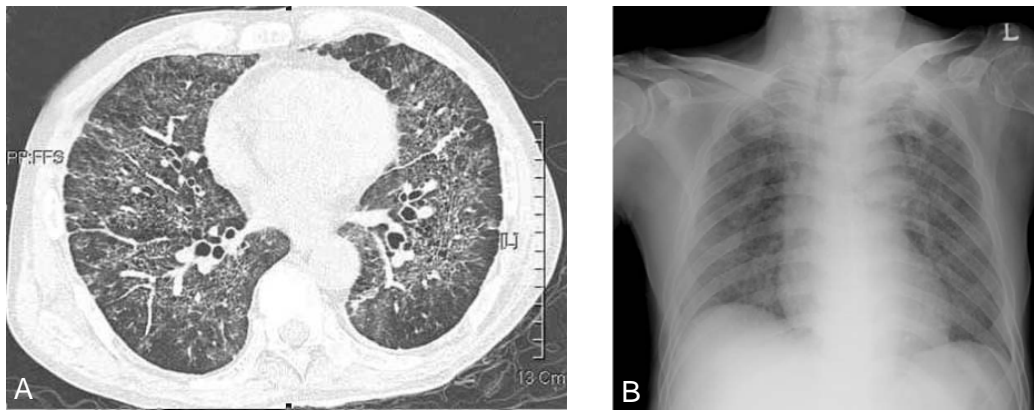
HRCT scan showed that the extent of the diffuse ground glass attenuation in both lungs increased, suggesting interstitial pneumonia on the 48th hospital day during 2nd admission(A). Chest radiography showed diffuse fibrosis and reticular opacity on both lung fields on the previous open lung biopsy day(B).
